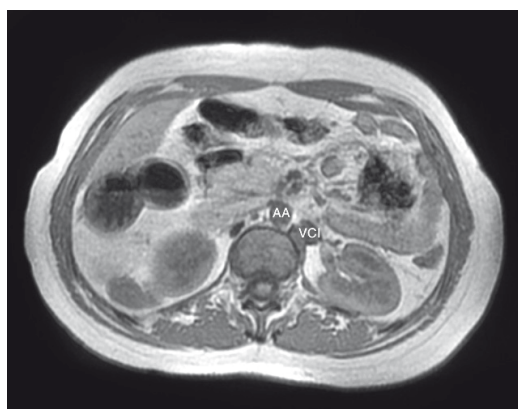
Corte axial de RM de abdomen, secuencia potenciada en T2. Se observa vesícula biliar de aspecto polilobulado (Caso 3).
